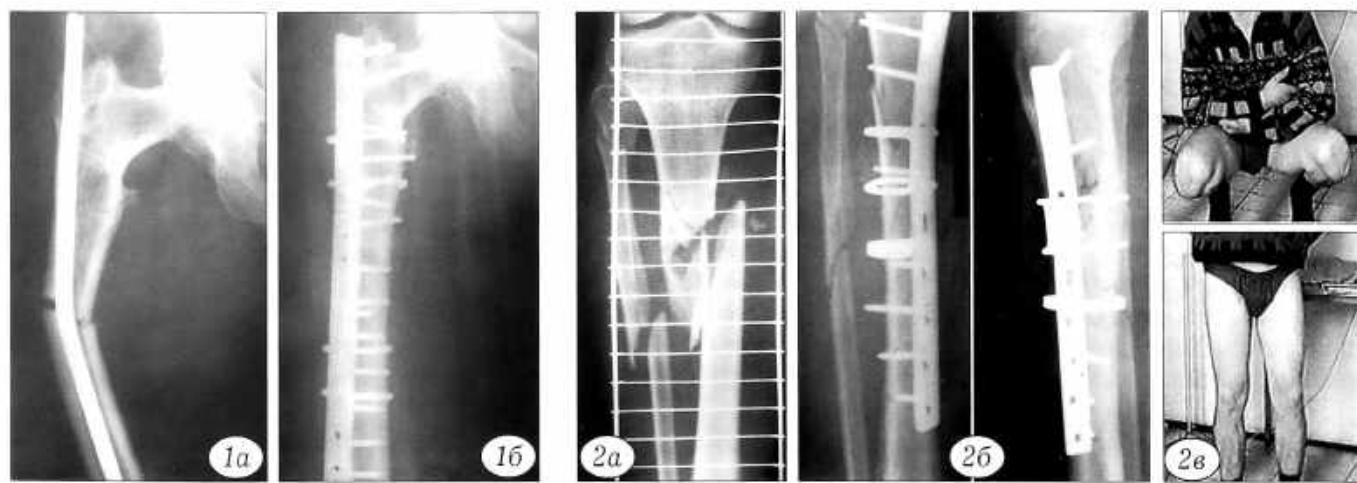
Рентгенограммы пациентки Д, 69 лет, а — перелом диафиза бедренной кости через 7 лет после лечения подвертального перелома с использованием интрамедуллярного стержня; б — через 4 мес после накостного остеосинтеза пластины, дополнительно фиксированной кольцевидными скобами.
